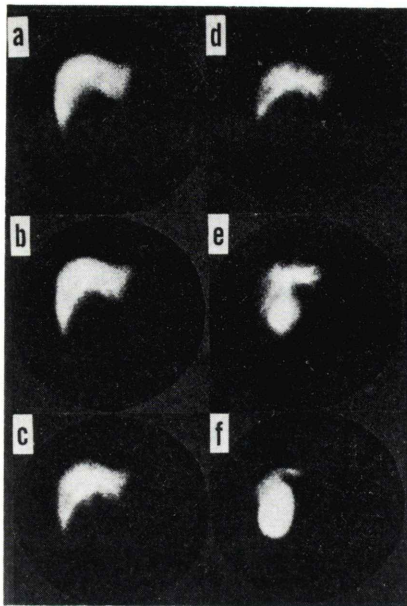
Serial hepatobiliary scintigrams in a patient with cholecystic cancer (Case 15) (a) 15 min., (b) 30 min., (c) 60 min., and (d) 180 min. after injection
